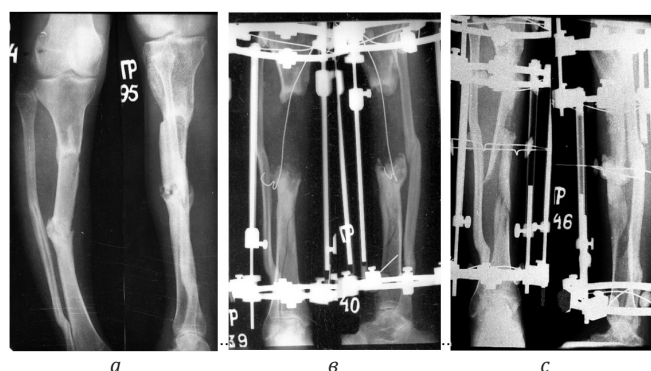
Рентгенограммы пациента Л., 29 лет: а) при поступлении; в) после удаления аллотрансплантата, продольной остеотомии дистального отломка для замещения дефекта; с) на этапе перемещения промежуточного фрагмента
